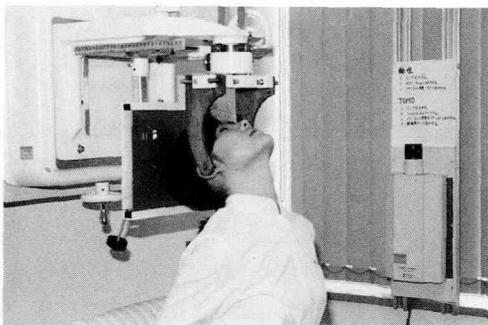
頭部軸投影X線規格写真撮影時の患者の位置付け：右後方にみえるのがLaser Aligner。
